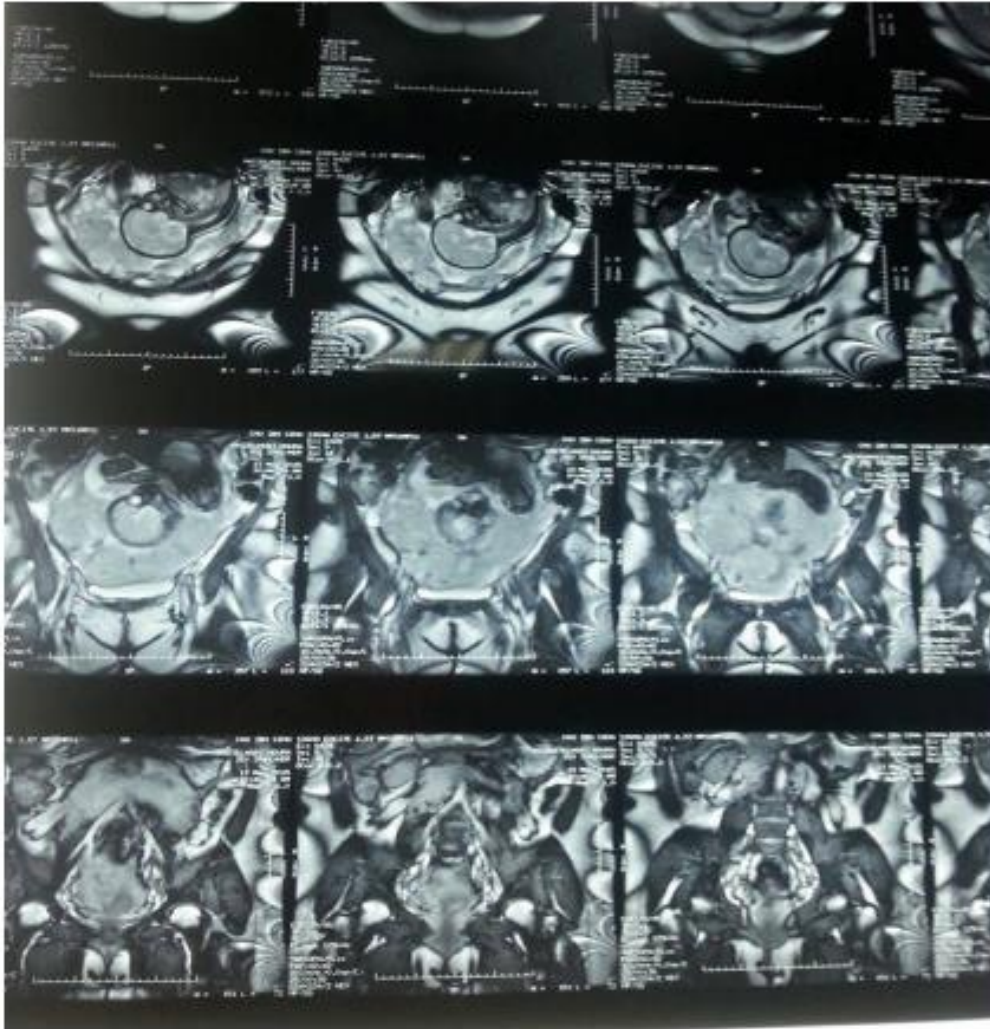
Image d'IRM mettant en evidence un placenta percreta.
